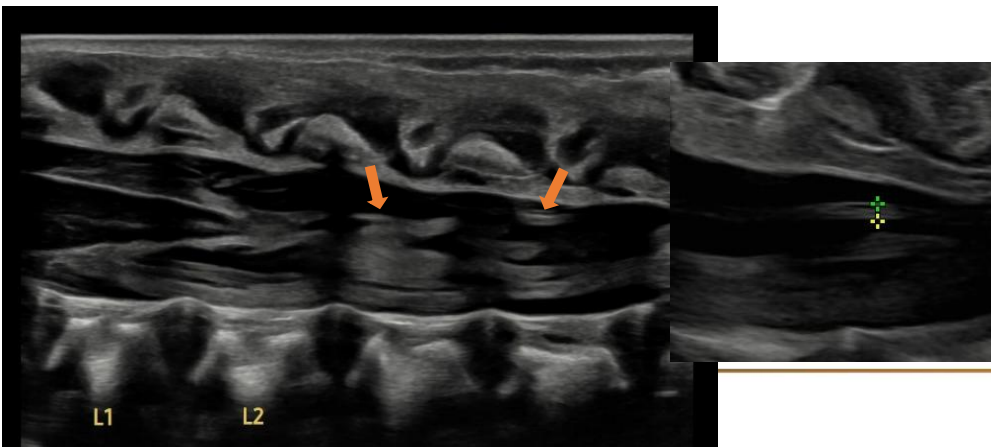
Anatomía del filum terminal (flechas sólidas) en ecografía en plano longitudinal. Se muestra hipoeicoico centralmente, con mayor ecogenicidad en la periferia en la interfaz de sus márgenes con el LCR (imagen de aumento).
